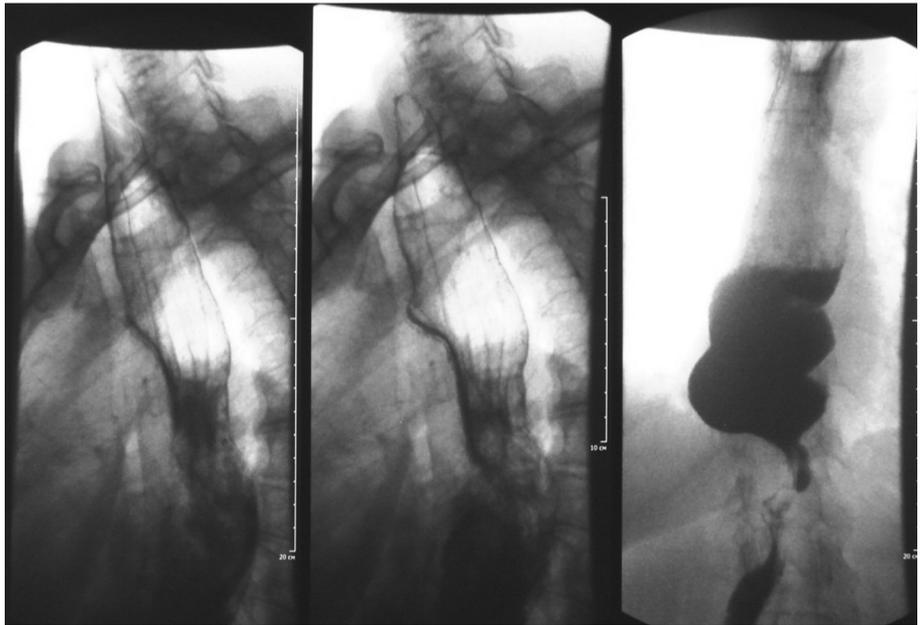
С-а Л.В., 72 г. Рентгенограммы искусственного пищевода из целого желудка, проведенного через заднее средостение с ПЖА на шее от 04.07.2018 г., – через 14 лет после операции. Оперирована 05.02.2004 г. Пищеводно-желудочный анастомоз на шее 1,5 см в диаметре, свободно проходим. Контрастирован «грудной» желудок, его дистальный отдел – на уровне куполов диафрагмы, опорожнение проходит в ДПК без задержки.
